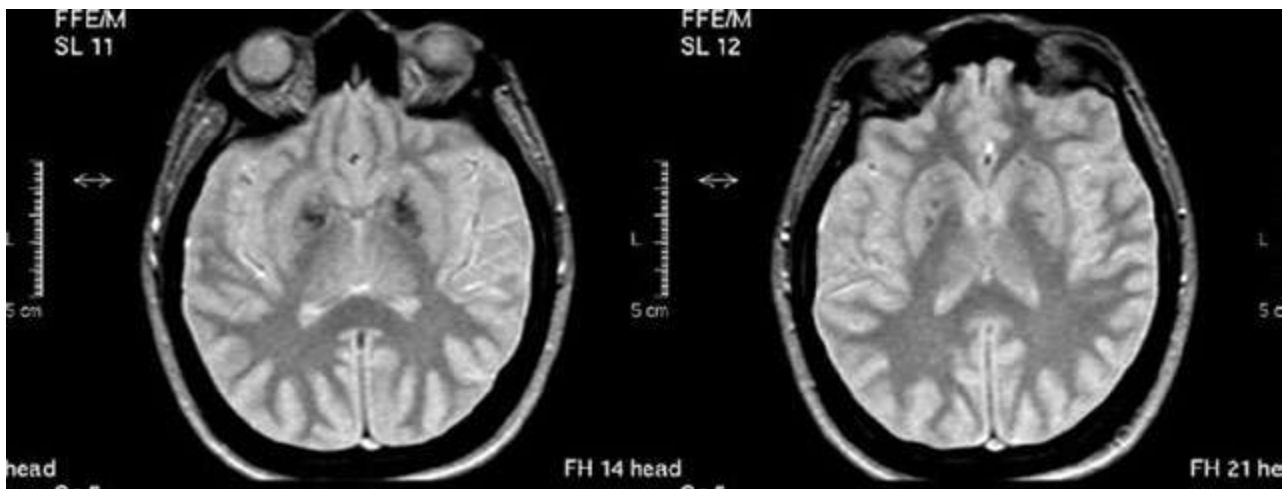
Resonancia magnética de encéfalo
